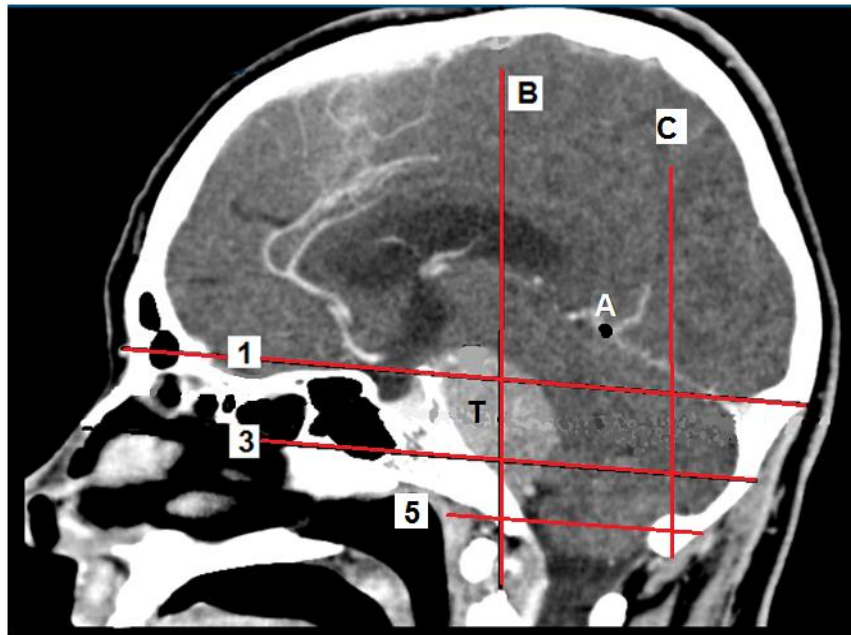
Расположение точки «А» на КТ в сагиттальной проекции: проекционные линии и плоскости: 1 – «НАЗИОН»; 3 – «ФРАНКФУРТСКАЯ ГОРИЗОНТАЛЬ»; 5 – горизонтальная плоскость основания сосцевидного отростка, С – вертикальная; В – «ПОРИОН»; Т – опухоль
